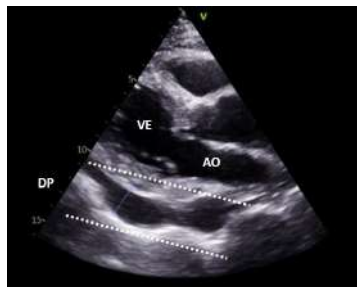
Ecocardiograma transtorácico evidenciando derrame pericárdico grave medindo cerca de 17mm. DP – Derrame Pleural. AO – Aorta. VE – Ventriculo Esquerdo.
